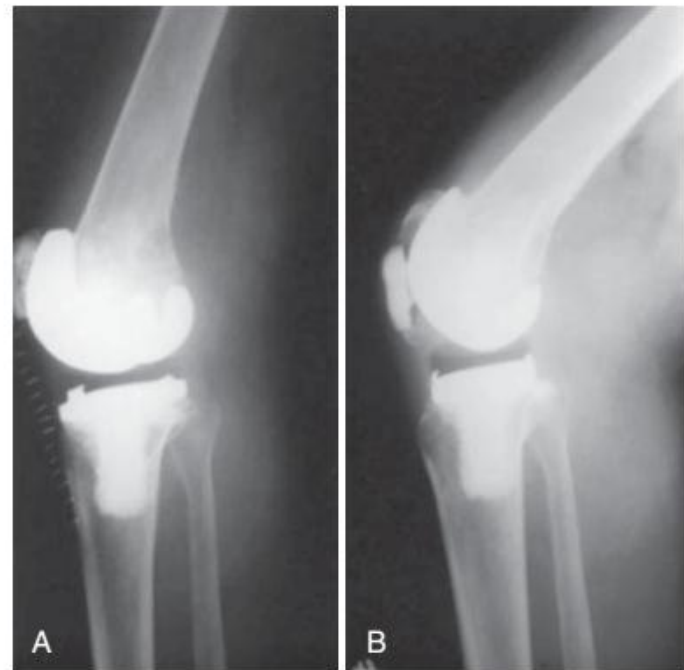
A, Patella is intact in postoperative lateral radiograph. B, Six weeks later, patellar fracture with displacement is clearly visible.
